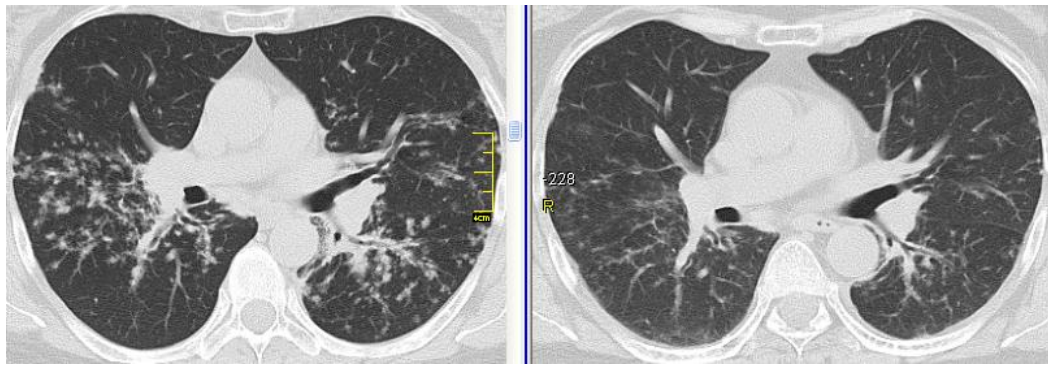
КТ хворої Ш.: (зліва – вихідні дані, справа – через 3 міс ГКС-терапії). Фаза регресії саркоїдозу: зникнення рясних скупчень вузликів у прикореневих зонах («cluster»-симптом), зберігається вузликово-ретикулярний патерн за рахунок розподілу вузликів у міждолькових перетинках.
